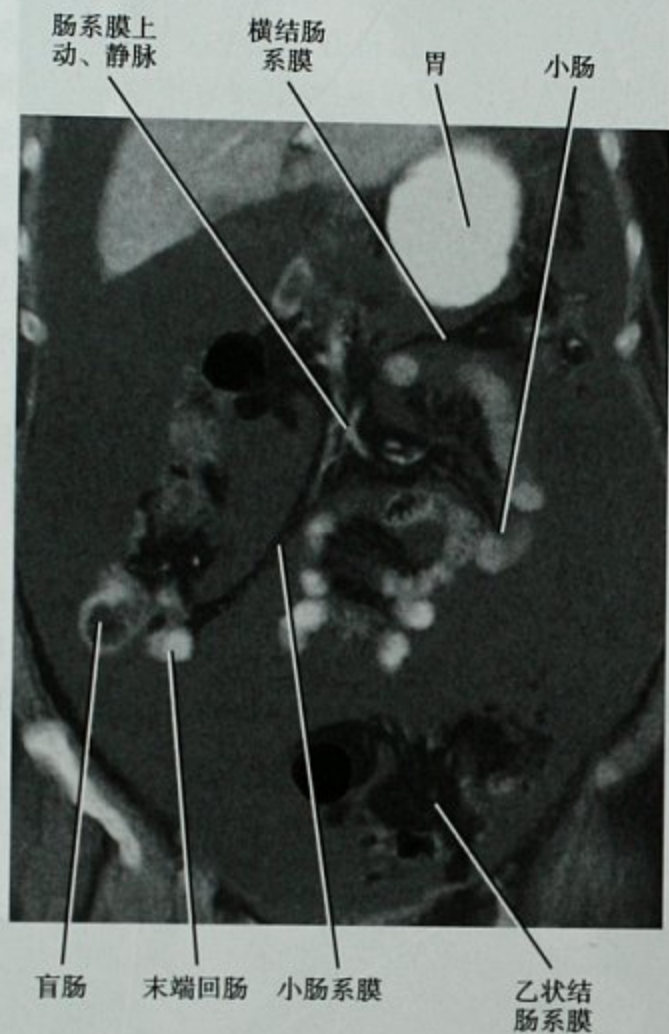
腹膜癌病所致腹水患者的增强 CT 冠状位重建图像
